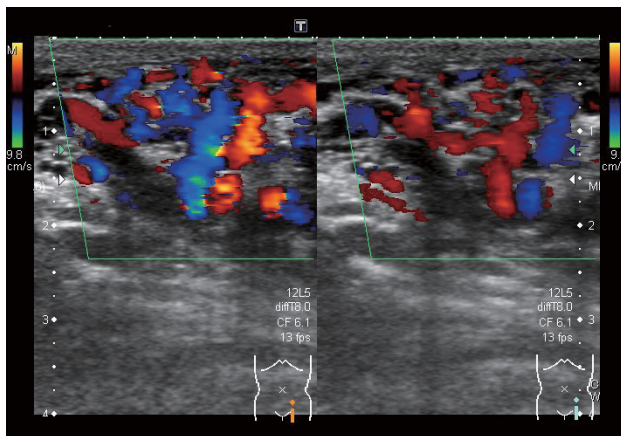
2 Ultrasonography of the left groin with the patient's Valsalva maneuver showed a hypoechoic structure protruding from the abdominal cavity into the inguinal canal lateral to the left inferior epigastric artery.
